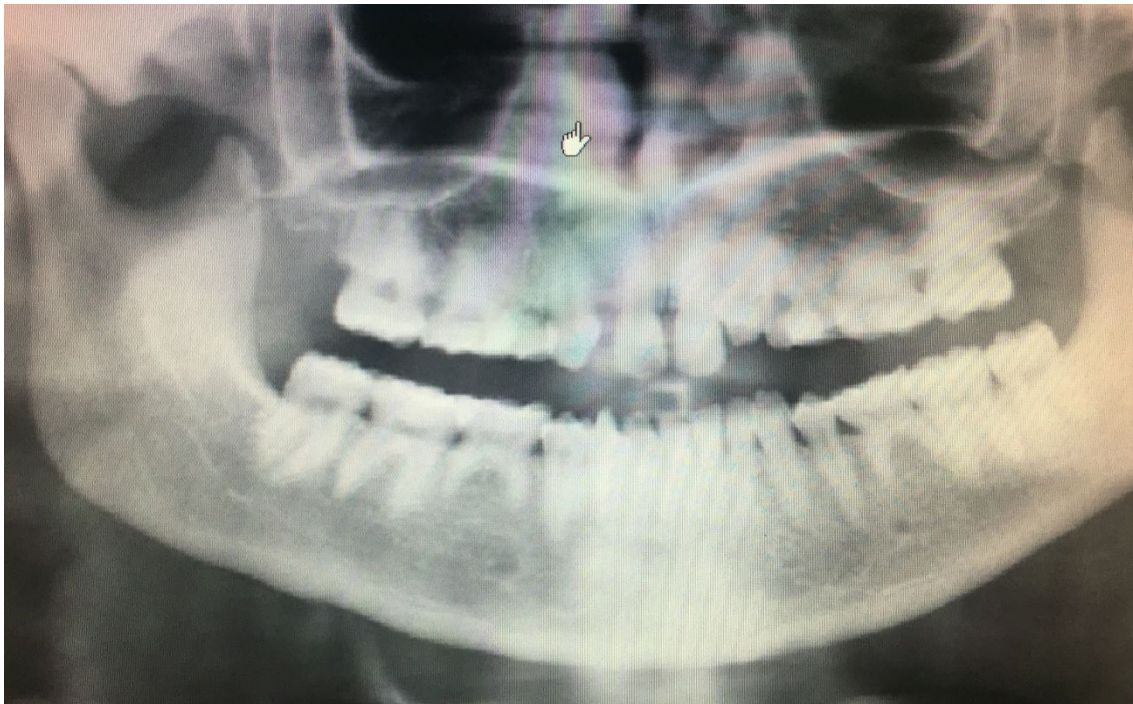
Ejemplo de radiografía panorámica de grupo control*
